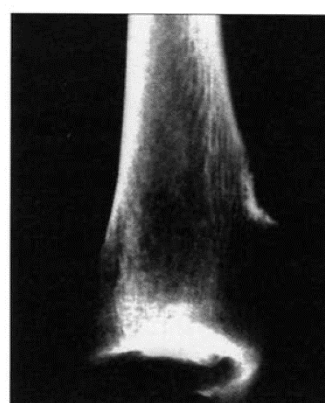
■ X-ray of the lesion surrounded by compact bone, the spongy bone is rough in its proximal part and is covered with a thin layer of newly formed bone (Ossarium, Křtiny, 13th-18th centuries)
